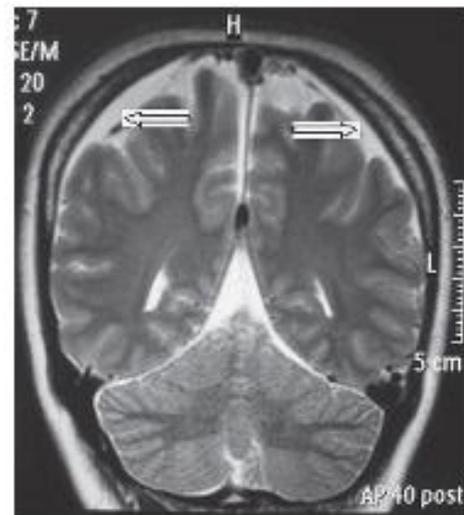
Ressonância Magnética do Crânio 40 dias Pós-anestesia Subaracnóideia mostrando Imagem Sugestiva de Hematoma Subdural Crônico na região Frontoparietal Bilateralmente.
